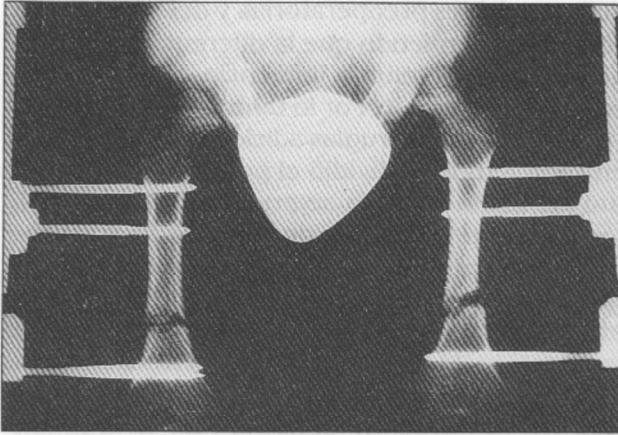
Radiografía al inicio de elongación bilateral de fémures.
